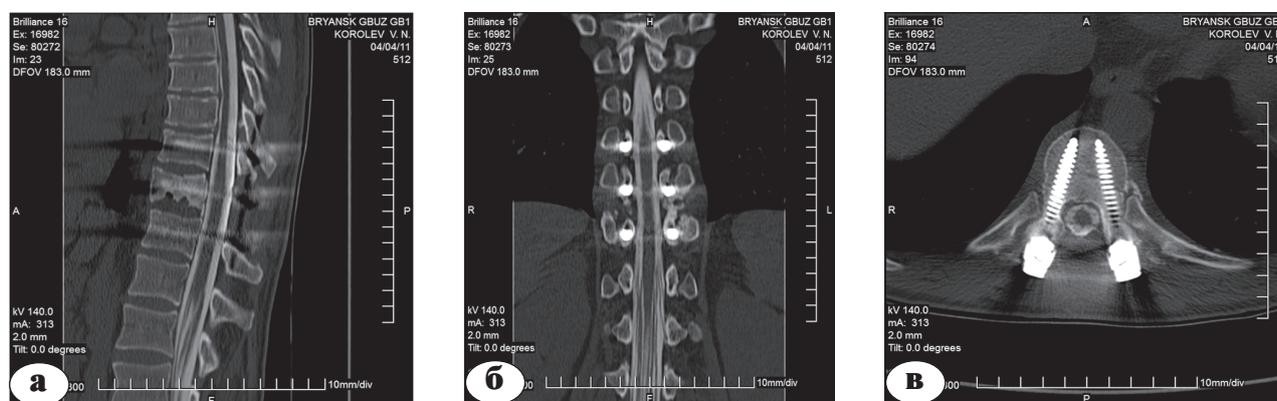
Томограммы позвоночника пациента К., 33 лет, после операции: а – сагиттальная; б – фронтальная проекции; в – горизонтальная проекция на уровне поврежденного позвонка. Определяется правильное положение транспедикулярных винтов, расправление тела сломанного позвонка, восстановление формы позвоночного канала, устранение сдавления спинного мозга
